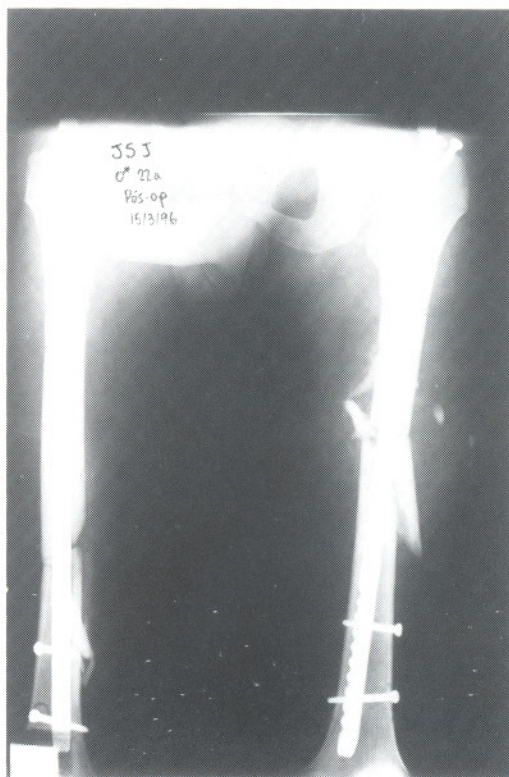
HIB: radiografia pós-operatório.
